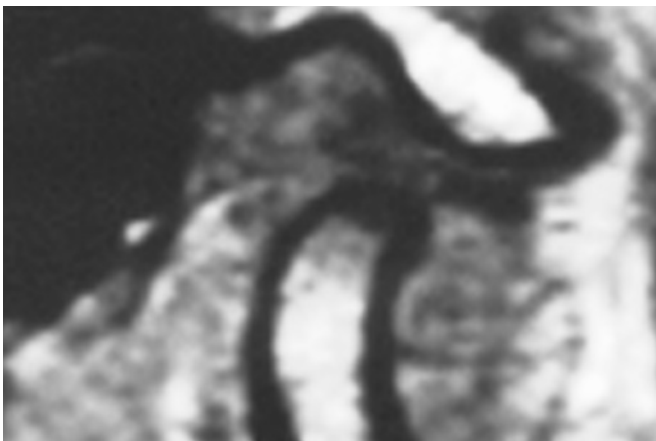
Deslocamento anterior do disco sem redução visualizado através da ressonância nuclear magnética em plano sagital oblíquo, boca aberta à direita.
